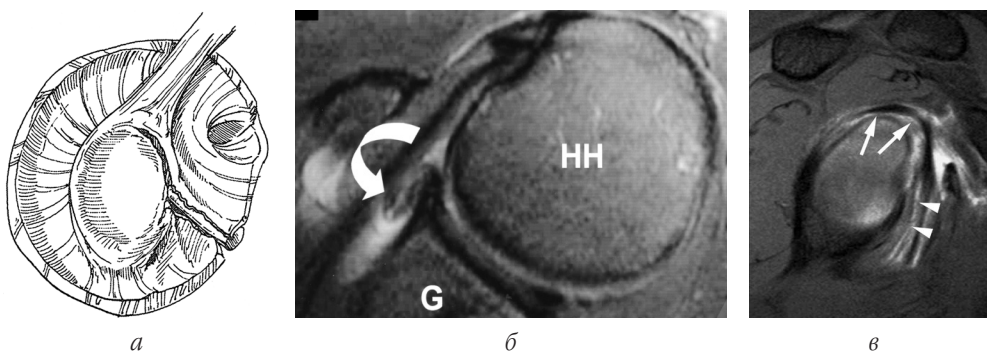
SLAP-пошкодження, *тип VII*: *а* — сагітальний вигляд; *б* — МРТ, аксіальна проекція; *в* — МРТ, коса сагітальна проекція (стрілками вказано стоншену середню плечолопаткову зв'язку (*б*), зміщення передньої та верхньої частини суглобової губи лопатки (*в*))
